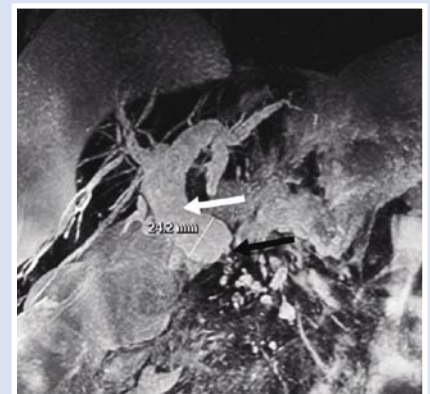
МРТ в холангиограммном режиме: расширенный ОЖП, сужение интрапанкреатической части. Черная стрелка – опухолевая окклюзия интрапанкреатической части ОЖП; Белая стрелка – расширенные супрастенотические отделы ОЖП
